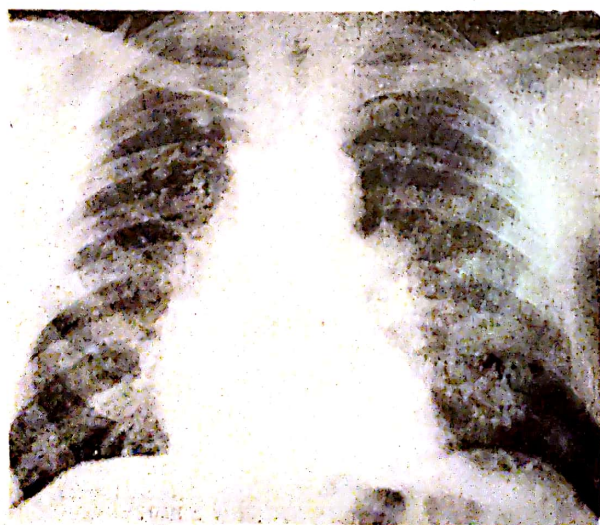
Limfosarcom. Radiografie pulmonară: treneuri opace hilifuge, opacități miliare.
